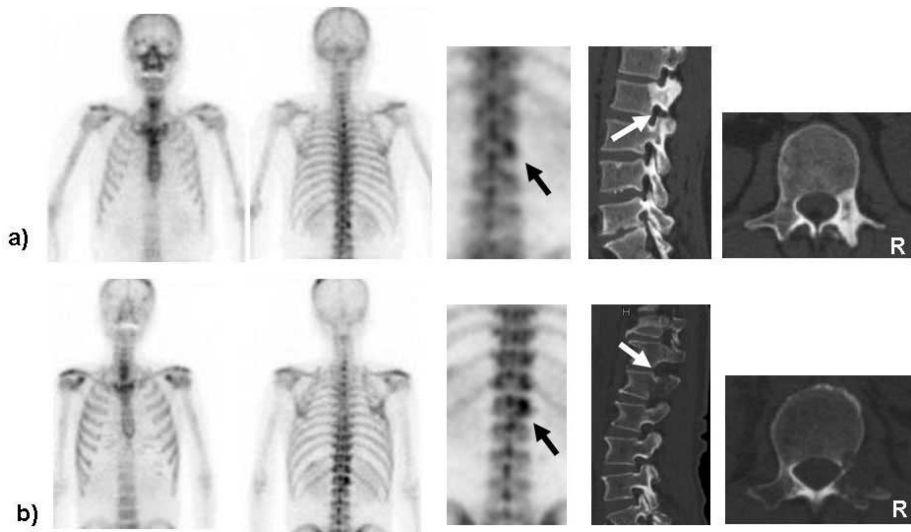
Underestimated cases on bone scintigraphy.
